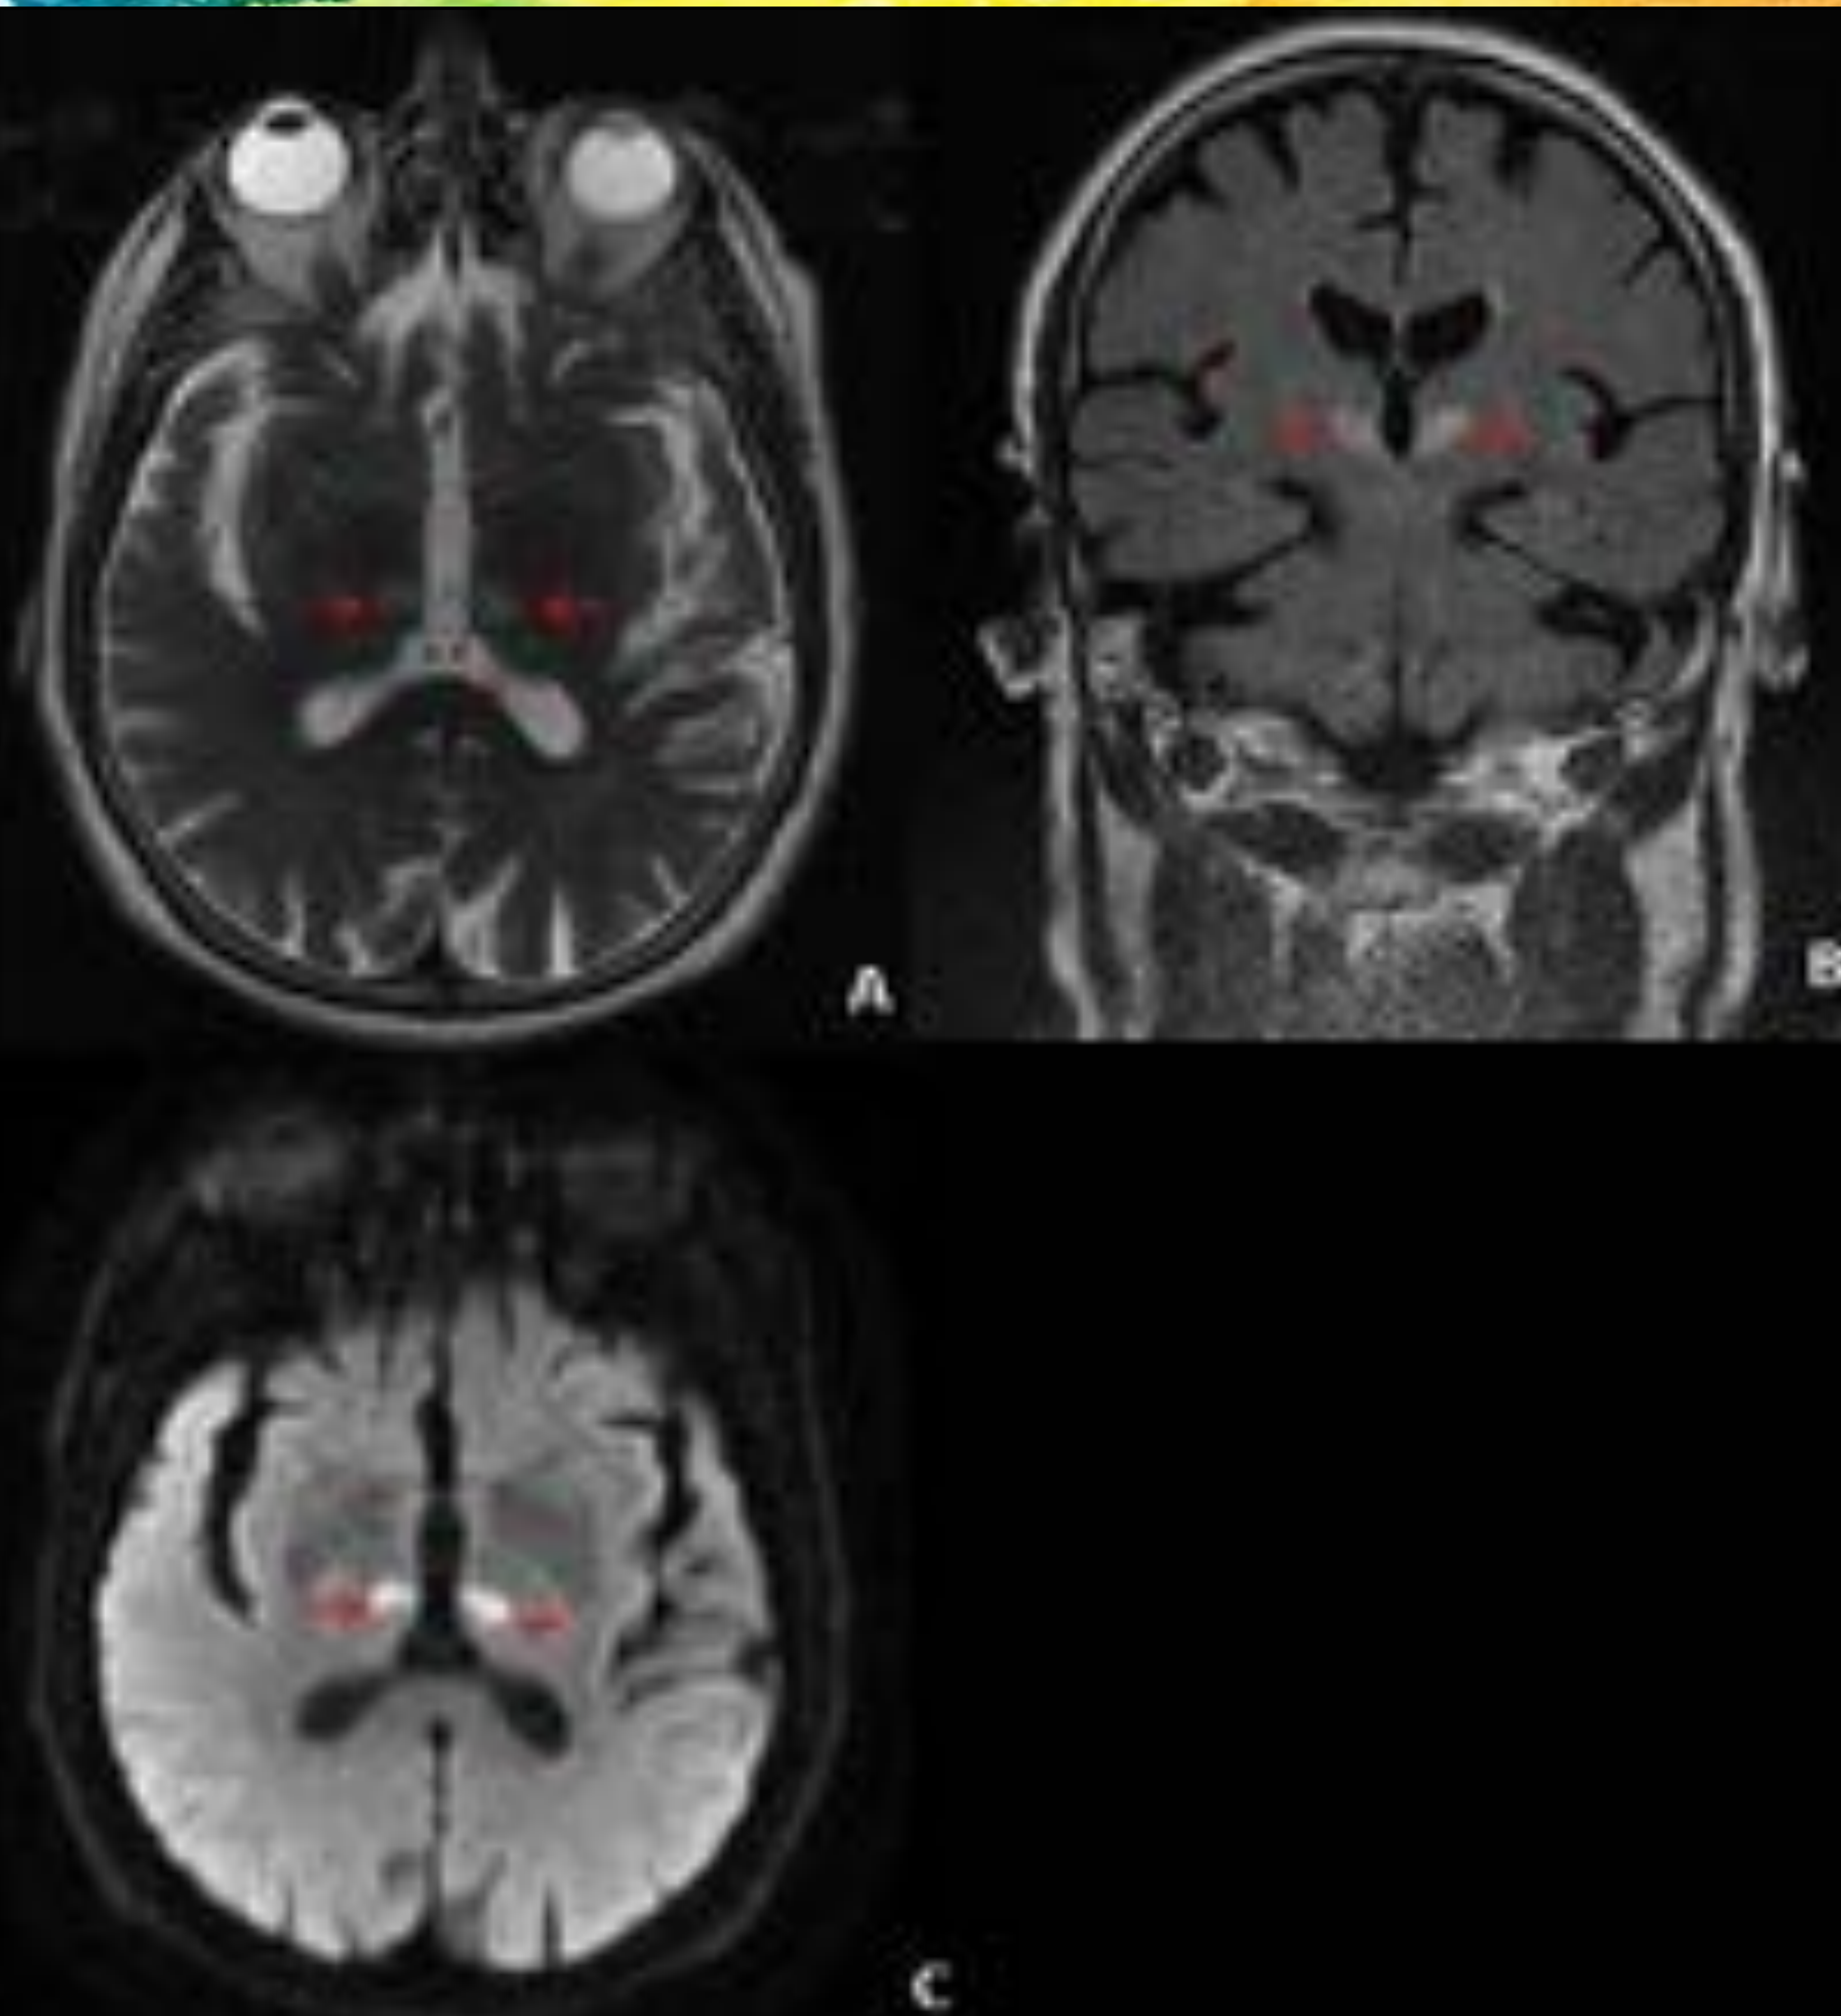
Paciente de 76 años con ataxia de inicio súbito que coincidió con bajo nivel de conciencia- coma y tetraparesia que recuperó posteriormente. Persistiendo parálisis de la mirada vertical. En estudio de RM, lesiones hiperintensas (flechas rojas) talámicas bilaterales simétricas y de localización paramedial, en Axial T2 (A), coronal FLAIR (B) DWI (C) Hallazgos que sugieren lesión isquémica en fase establecida en territorio dependiente de la arteria de Percherón.
